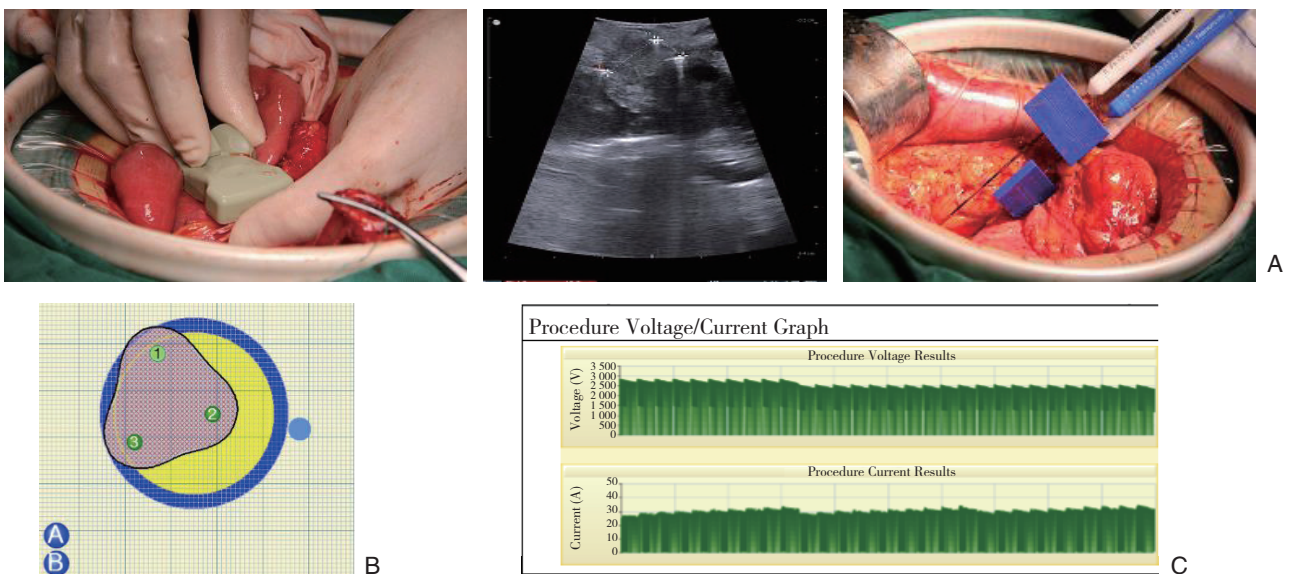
纳米刀消融术 A: 超声引导下布针; B: 仪器模拟布针; C: 术毕, 电流波程上升趋势
